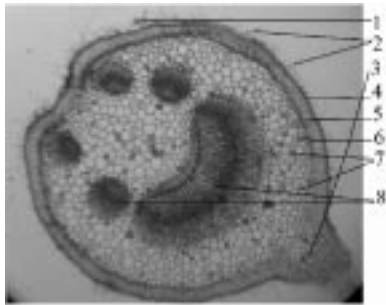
Черешок. 1 — залозисті трихоми, 2 — прості волоски, 3 — емергенець-шип, 4 — епідерма, 5 — пластинчато-кутова коленхіма, 6 — хлоренхіма, 7 — друзи в основній паренхімі, 8 — провідні пучки.
